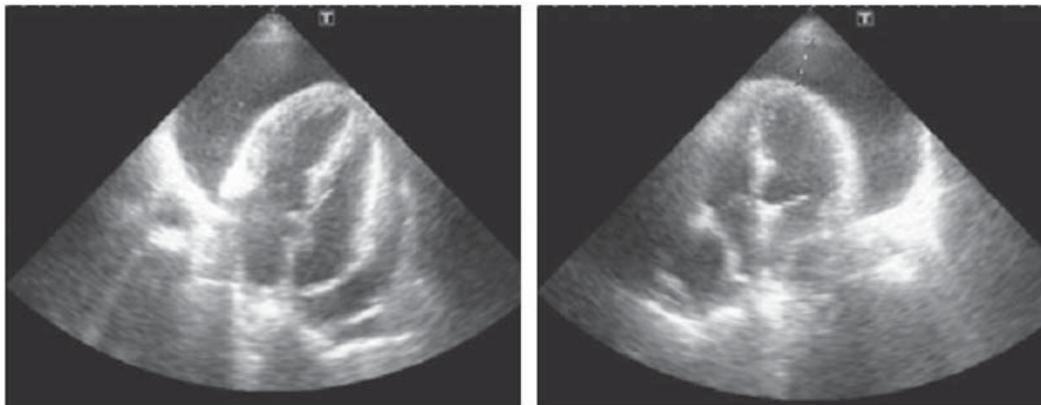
Двухмерная эхокардиография (апикальный доступ, 4-камерная позиция) у больного с массивным перикардиальным выпотом и маятникообразными, свободными движениями сердца – «качающееся сердце» (Joffe I.I., 1996)
